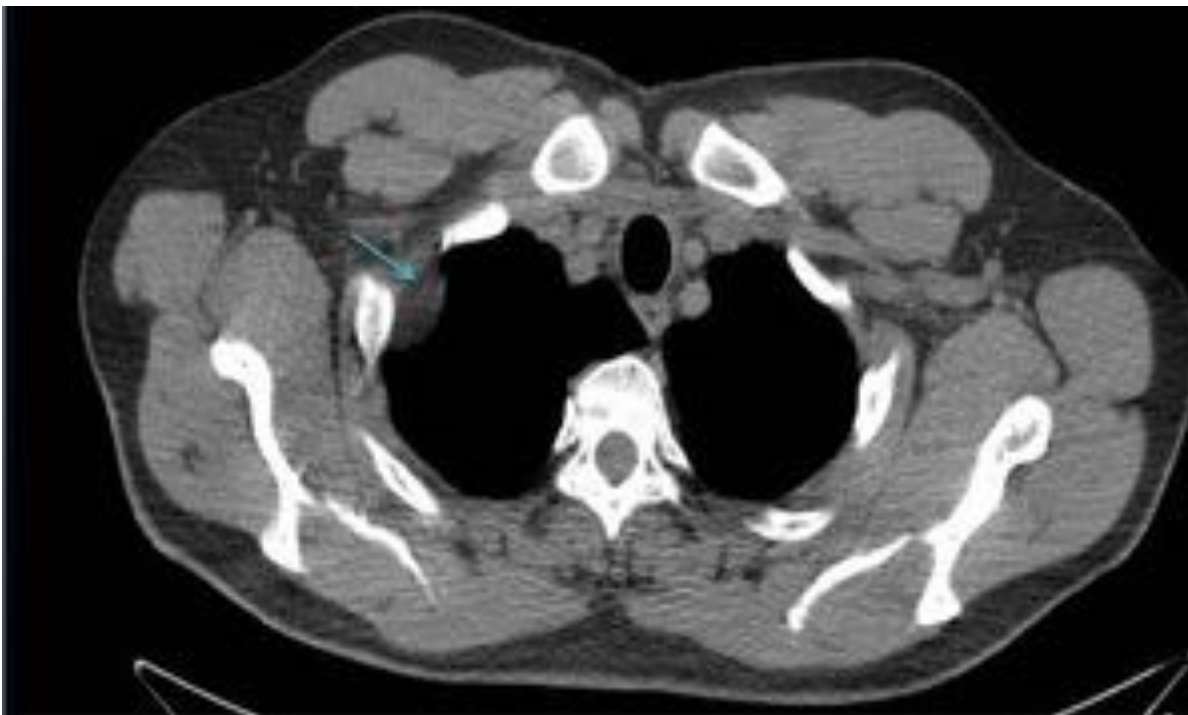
Corte axial de TAC torácico con CIV. Lesión con bajo nivel de atenuación, de morfología ovoidea y bien delimitada, que protruye en el vértice pulmonar derecho (flecha azul). La lesión descrita está en contacto con la pleura parietal, y no invade estructuras adyacentes. Es sugerente de corresponder con un lipoma pleural.
